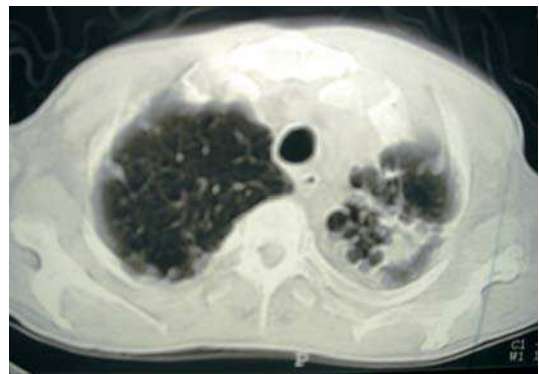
Tomografía computarizada de tórax mostrando un infiltrado heterogéneo en el vértice del pulmón izquierdo.
